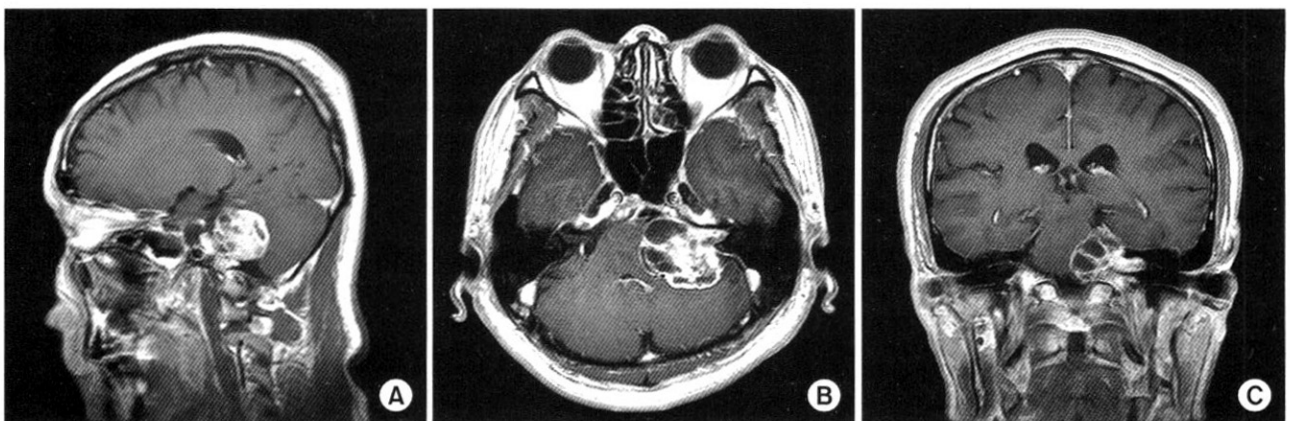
Preoperative brain MRI shows that there are 3.8 × 3.8 × 2.8 cm sized heterogenous intense enhanced mass lesion extended from left cerebellopontine angle to left internal auditory canal. There are mass effect and displacement to adjacent pons and cerebellar hemisphere by tumor. Hydrocephalus is observed. (A) Preoperative brain MRI sagittal section, (B) preoperative MRI transverse section, (C) Preoperative MRI coronal section.
